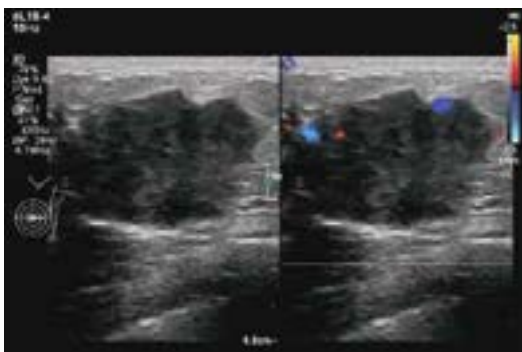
Ultrasound of the left breast revealed internal vascularity within the mass, as shown by color Doppler.
